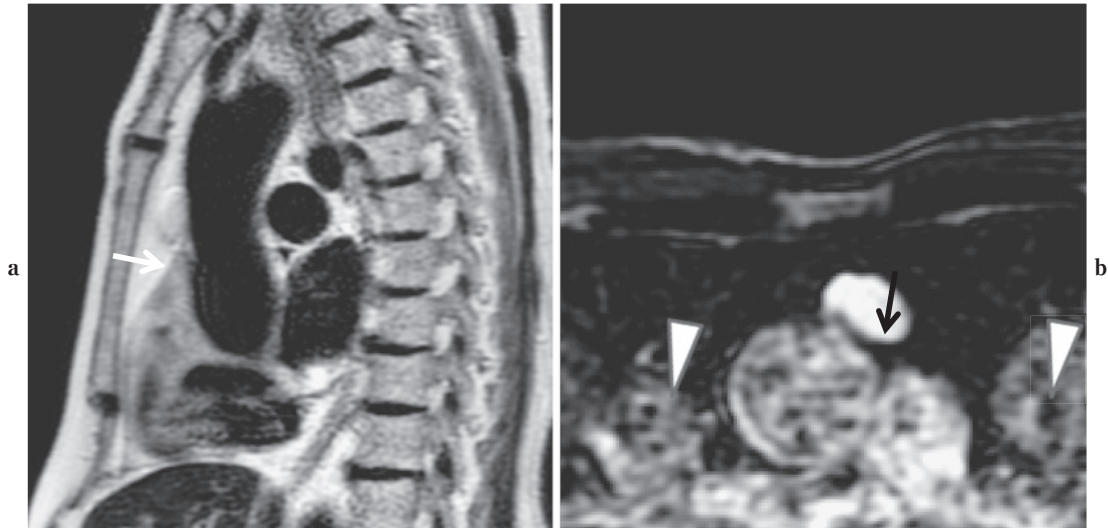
a. T2-SSTSE sagittal image. b. Fat suppressed T2-TSE axial image. A 65-year-old male having unilocular thymic cyst is shown (arrow). T2-SSTSE (a) shows tendency to depict the fat signal higher than conventional T2-TSE. Therefore, in some cases, it is often difficult to define whether the anterior mediastinal lesion is cystic or solid. On fat suppressed T2-weighted TSE (b), we can intuitively understand that this anterior mediastinal lesion is cystic even though motion artifacts due to cardiac pulsation is far more prominent on b than on a. Please pay notice that the direction of the pulsation artifacts is horizontal and do not overlap on the thymic cyst which must be clearly observed on this MR examination (arrowheads). Such careful imaging parameter setting may decrease the motion artifact problems in MR imaging of the chest.
